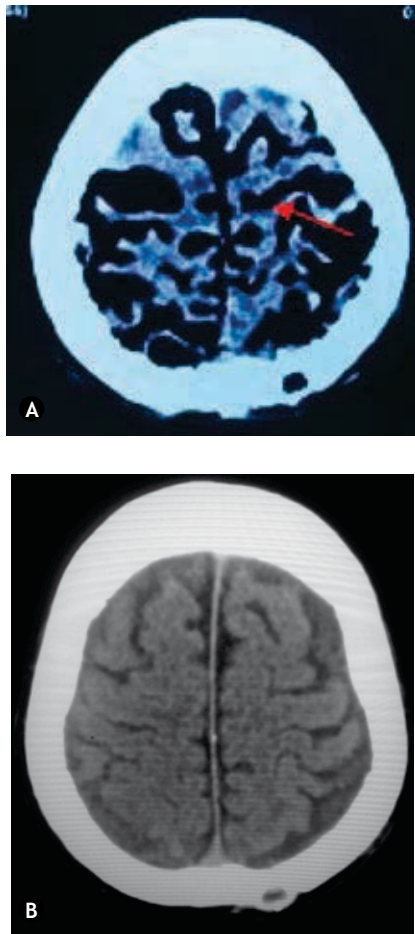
A) Tomografía de cráneo simple en corte axial donde se observa neumoencéfalo subaracnoideo siguiendo los giros del parénquima, lo cual es un signo indirecto de presión intracranéana normal. B) Tomografía de cráneo simple en corte axial donde se observa espacio subaracnoideo con densidad a líquido cefalorraquídeo.
